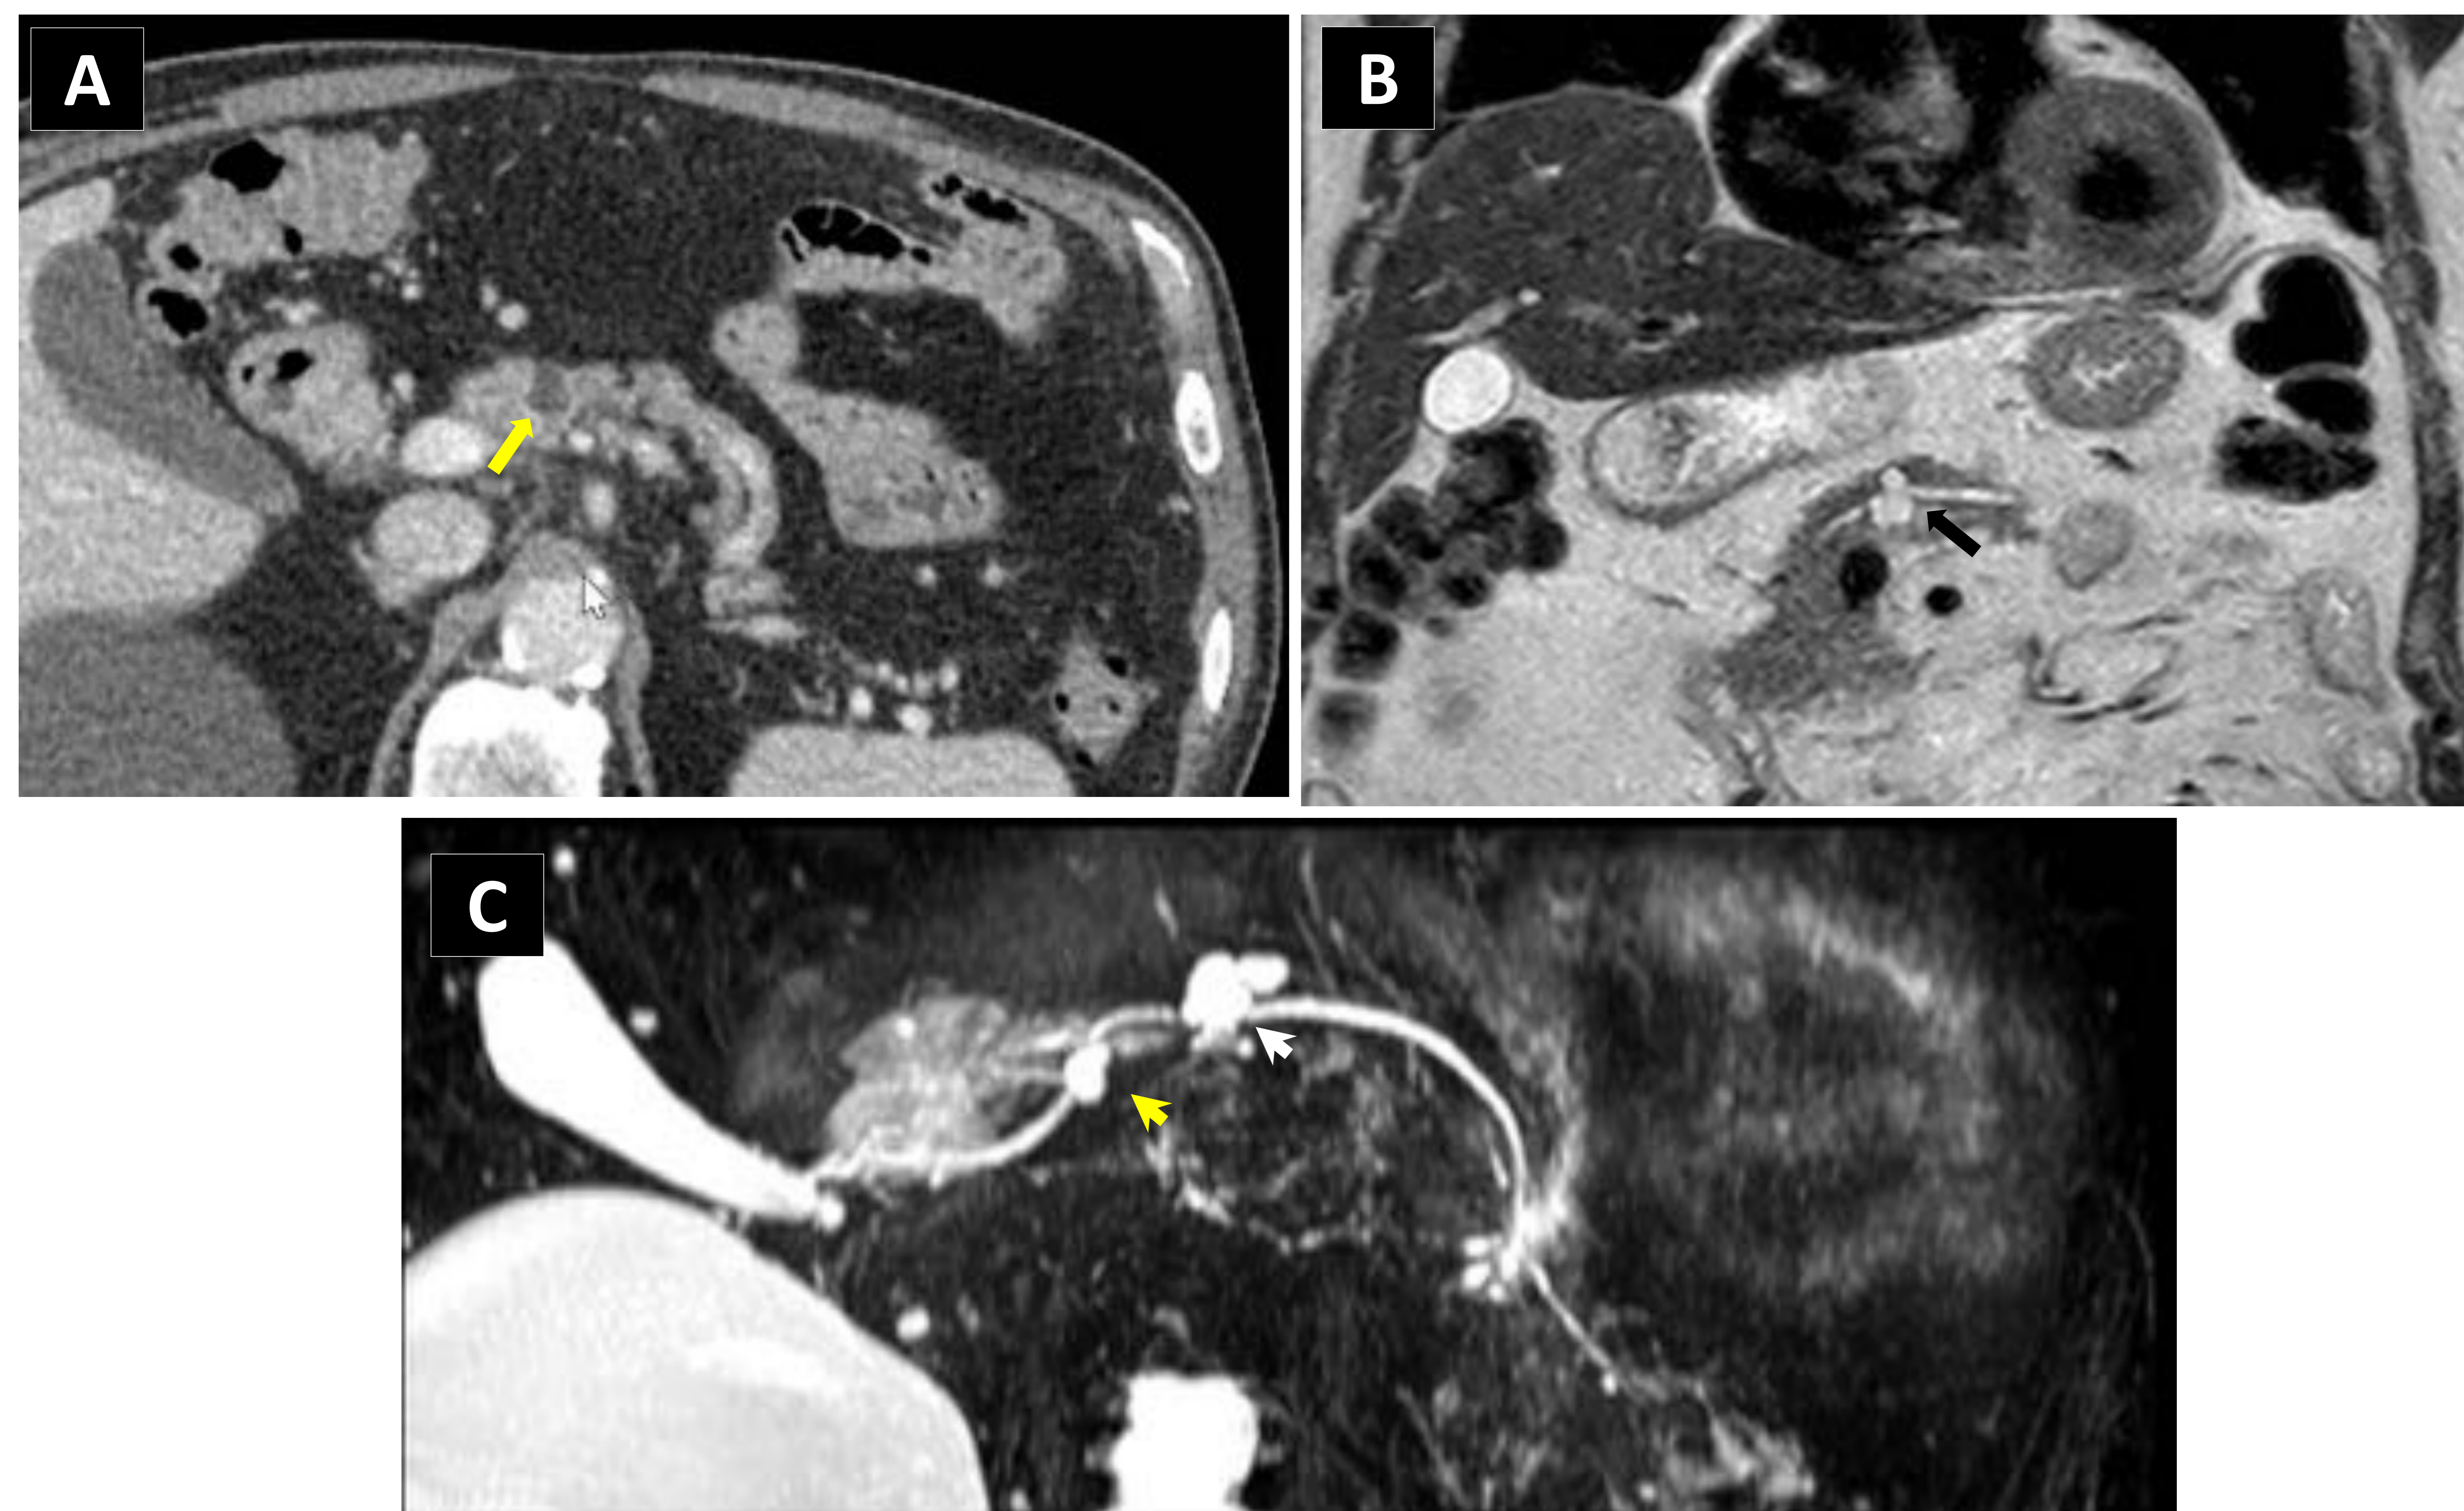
TPMI DE RAMA SECUNDARIA. Paciente varón de 86 años con hallazgo incidental en TC de estadificación de neoplasia de recto. En el TC con contraste en fase portal (A) se observa una lesión hipodensa en el cuerpo pancreático (flecha amarilla), que en la RM T2 TSE corte coronal (B), evidencia ser de alta señal en T2 (flecha negra), con comunicación con el ducto pancreático principal (punta de flecha blanca) visible en las CPRM en corte axial (C), que además revela la presencia de una segunda lesión de similares características (punta de flecha amarilla). No se realizó estudio con contraste por insuficiencia renal crónica.
